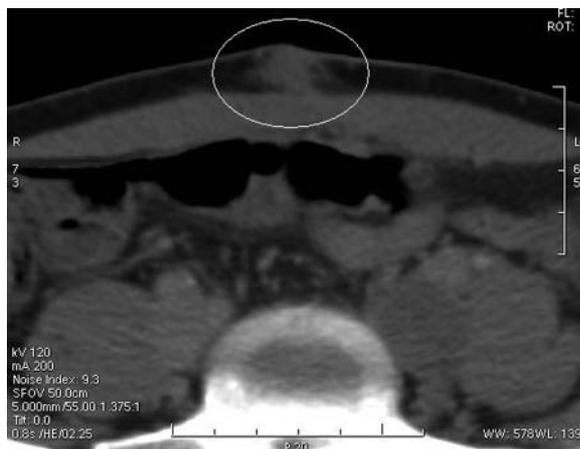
TC Axial: imagen nodular en región umbilical, con bordes algo irregulares.
